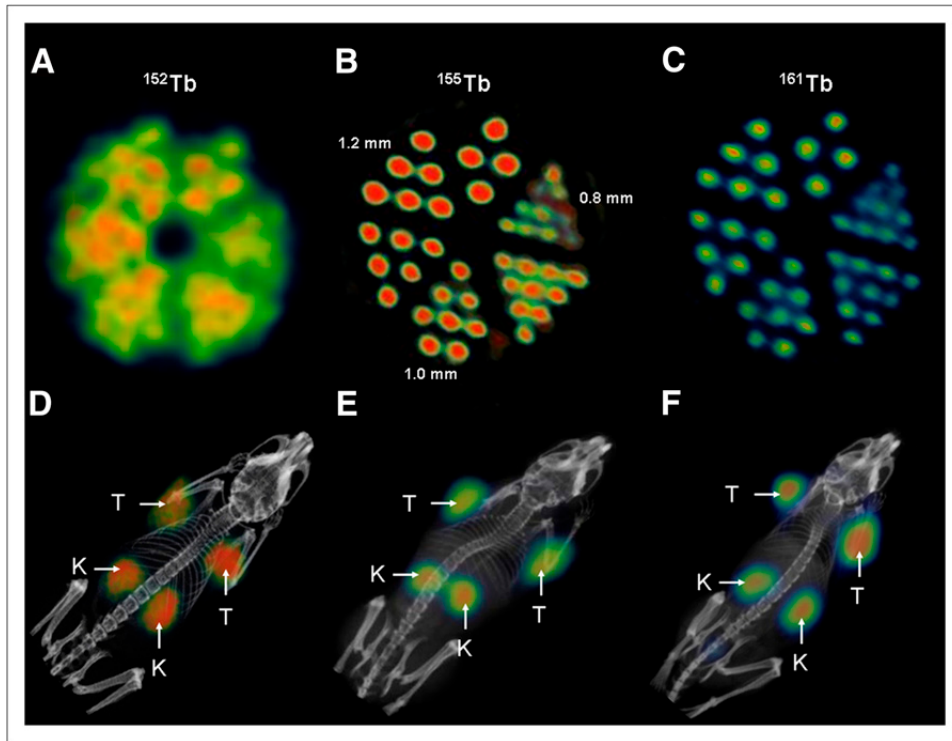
(A) Immagine PET dei Derenzo phantom ($\approx 1.9\text{MBq}$ del $^{152}T_b$). (B e C) Immagini SPECT dei Derenzo phantom ($\approx 0.6\text{MBq}$ del $^{155}T_b$ e $\approx 50\text{MBq}$ del $^{161}T_b$). (D) Immagine PET/CT del topo a cui sono state inoculate cellule tumorali KB dopo 24 h dall'iniezione del $^{152}T_b - cm09$, (E e F) SPECT/CT dopo l'iniezione del $^{155}T_b - cm09$ (E) e $^{161}T_b - cm09$ (F). K = kidney; T = KB tumor xenograft.
